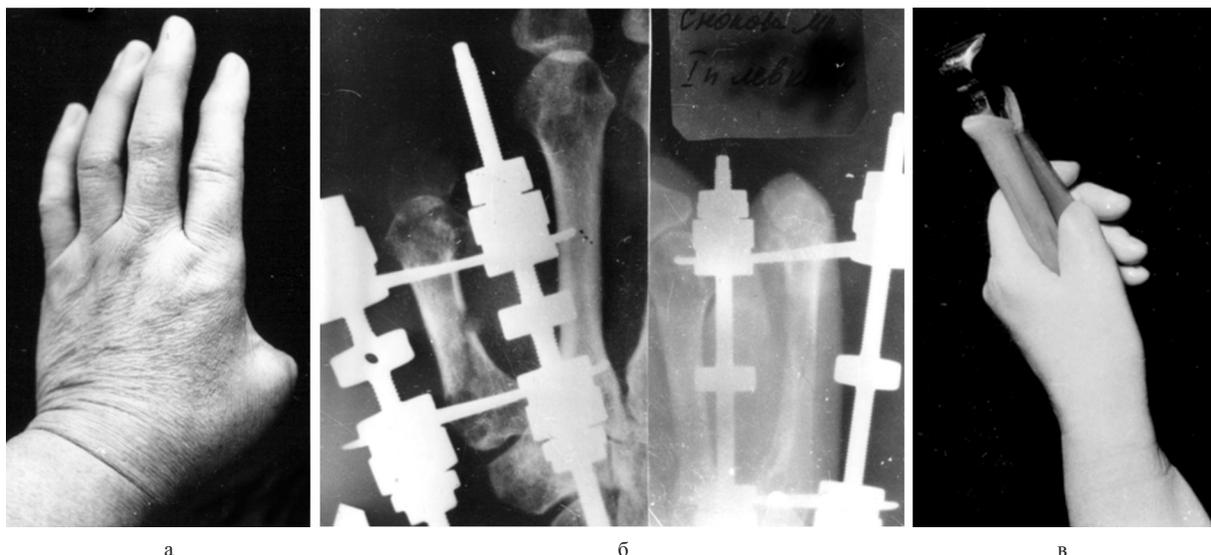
Больная С., 46 лет. Способ реконструкции первого пальца кисти; а – вид кисти до операции, б – рентгенограммы в процессе лечения, в – функциональный результат
